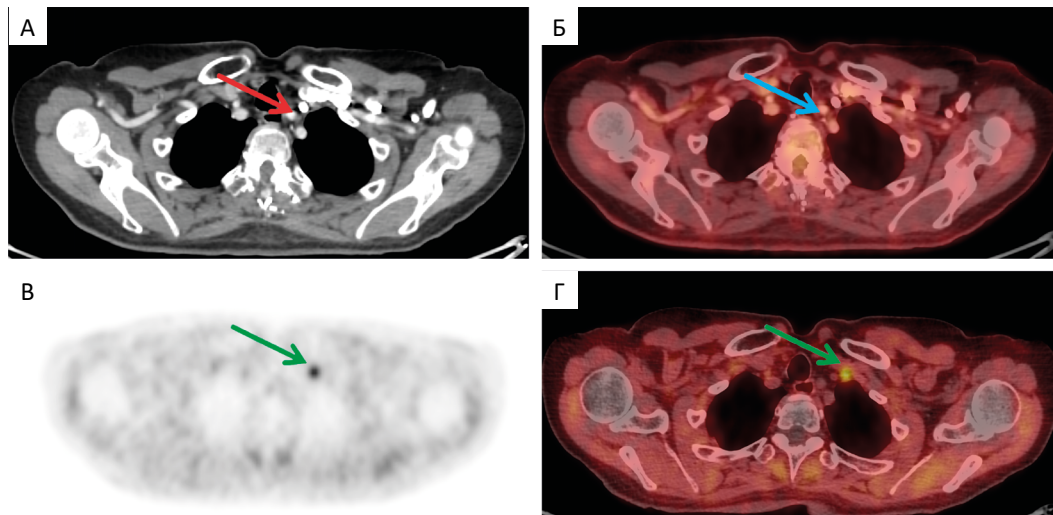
По данным КТ (А — аксиальная проекция) в левой надключичной области определяется одиночный, неувеличенный, плоский лимфатический узел (красная стрелка). По данным ПЭТ/КТ с ^{18}F -FDG (Б — аксиальная проекция, синяя стрелка) патологическое накопление РФЛП не определяется. При ПЭТ/КТ-исследовании с ^{68}Ga -FAPi (В, Г — аксиальные проекции) патологическое накопление РФЛП отмечается в одиночном надключичном лимфатическом узле слева (зеленые стрелки). В других исследованных отделах очаги патологического накопления РФЛП не были выявлены
